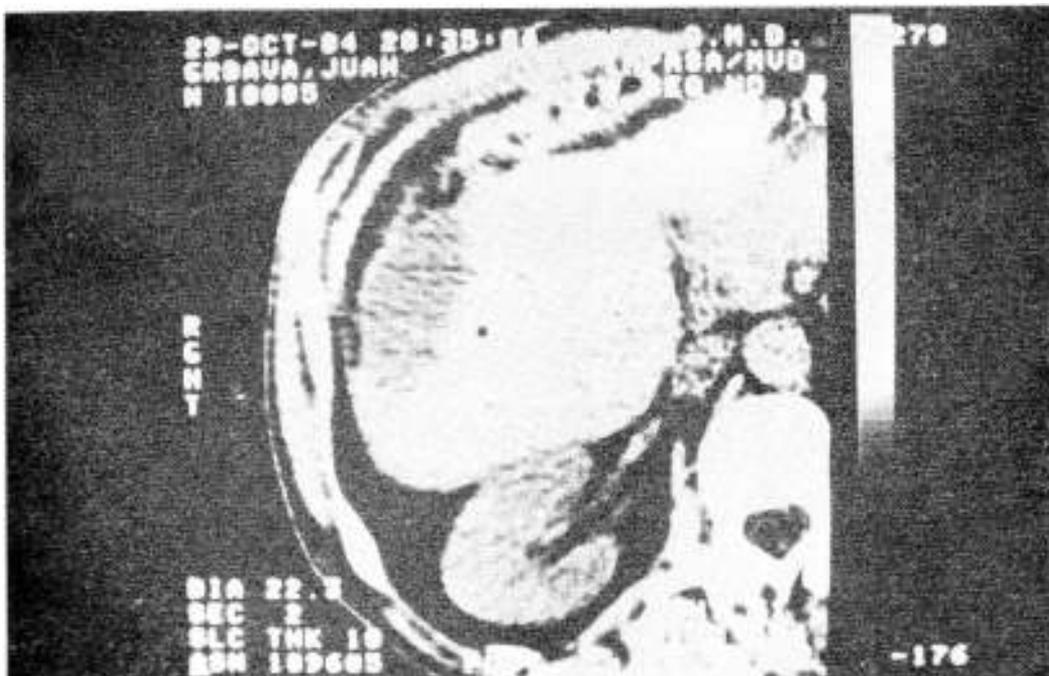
TAC con drenaje colocado (Caso II)
